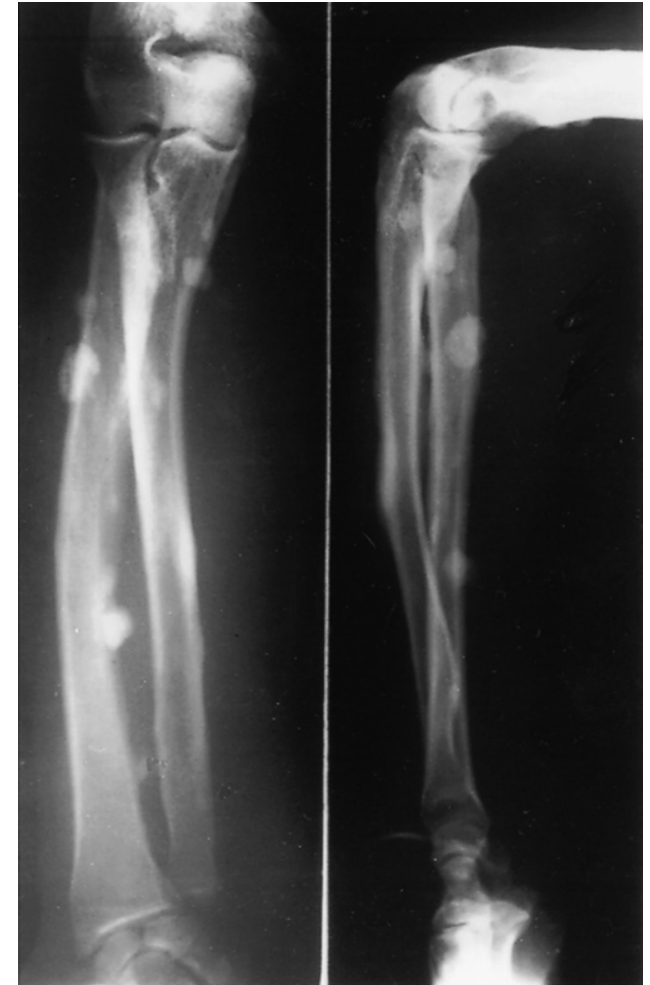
Osteomas of Gardner syndrome. Osteomas may form on any bone of the body in this syndrome. They occur most commonly at the angle of the mandible and elsewhere on the skull, but they may also be observed on long bones, as on the forearm and leg in these radiographs.
